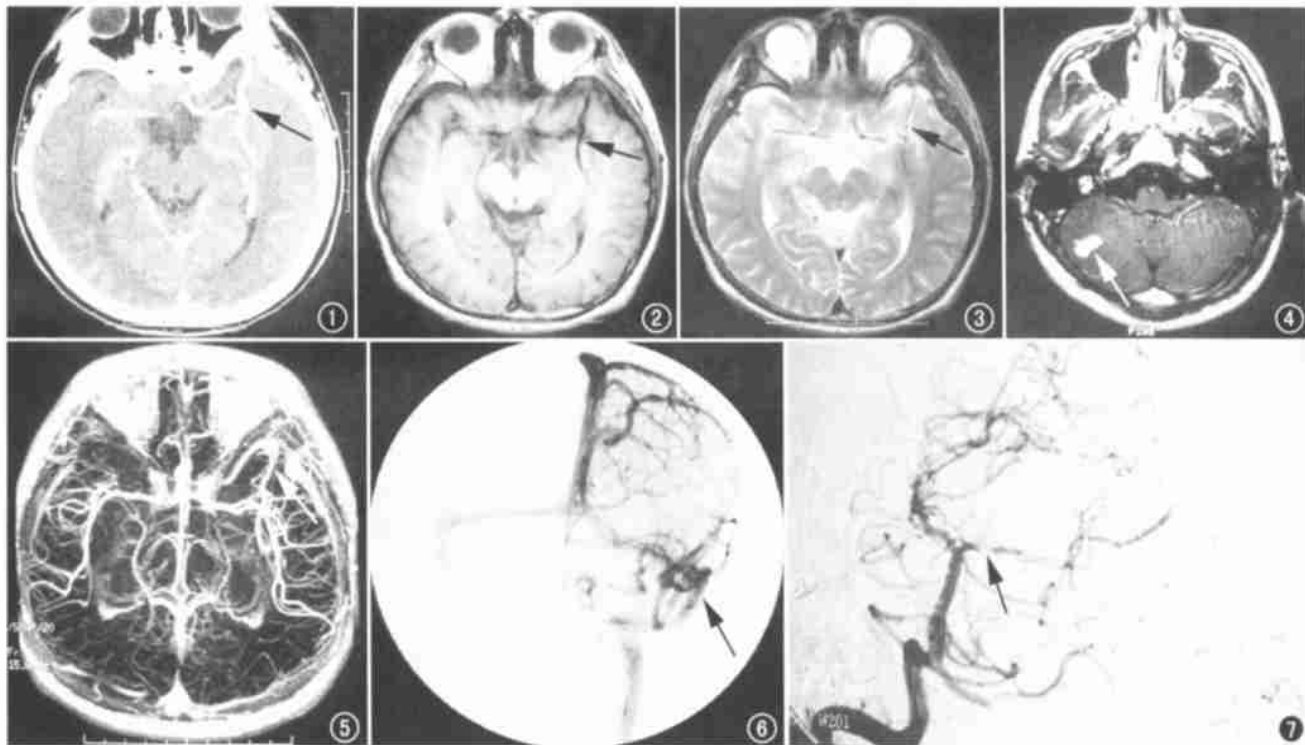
CT增强扫描示左侧颞叶一增粗血管影(箭)。图2,3 MRI平扫示左侧颞叶异常血管影(箭),T₁WI、T₂WI呈低信号。
